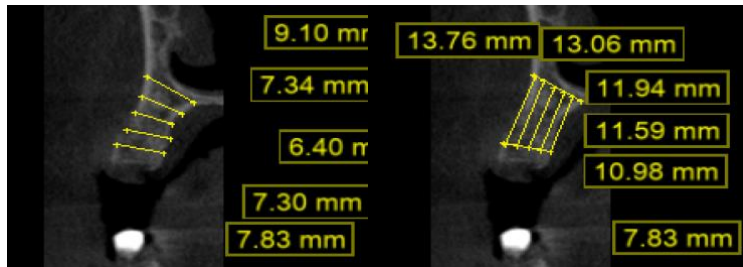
Trazos de medición de perfil en tomografía
